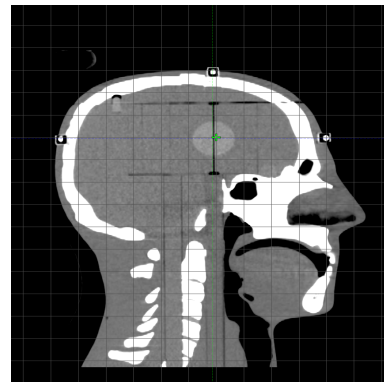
Mesure des déplacements des billes sur les images CT.
